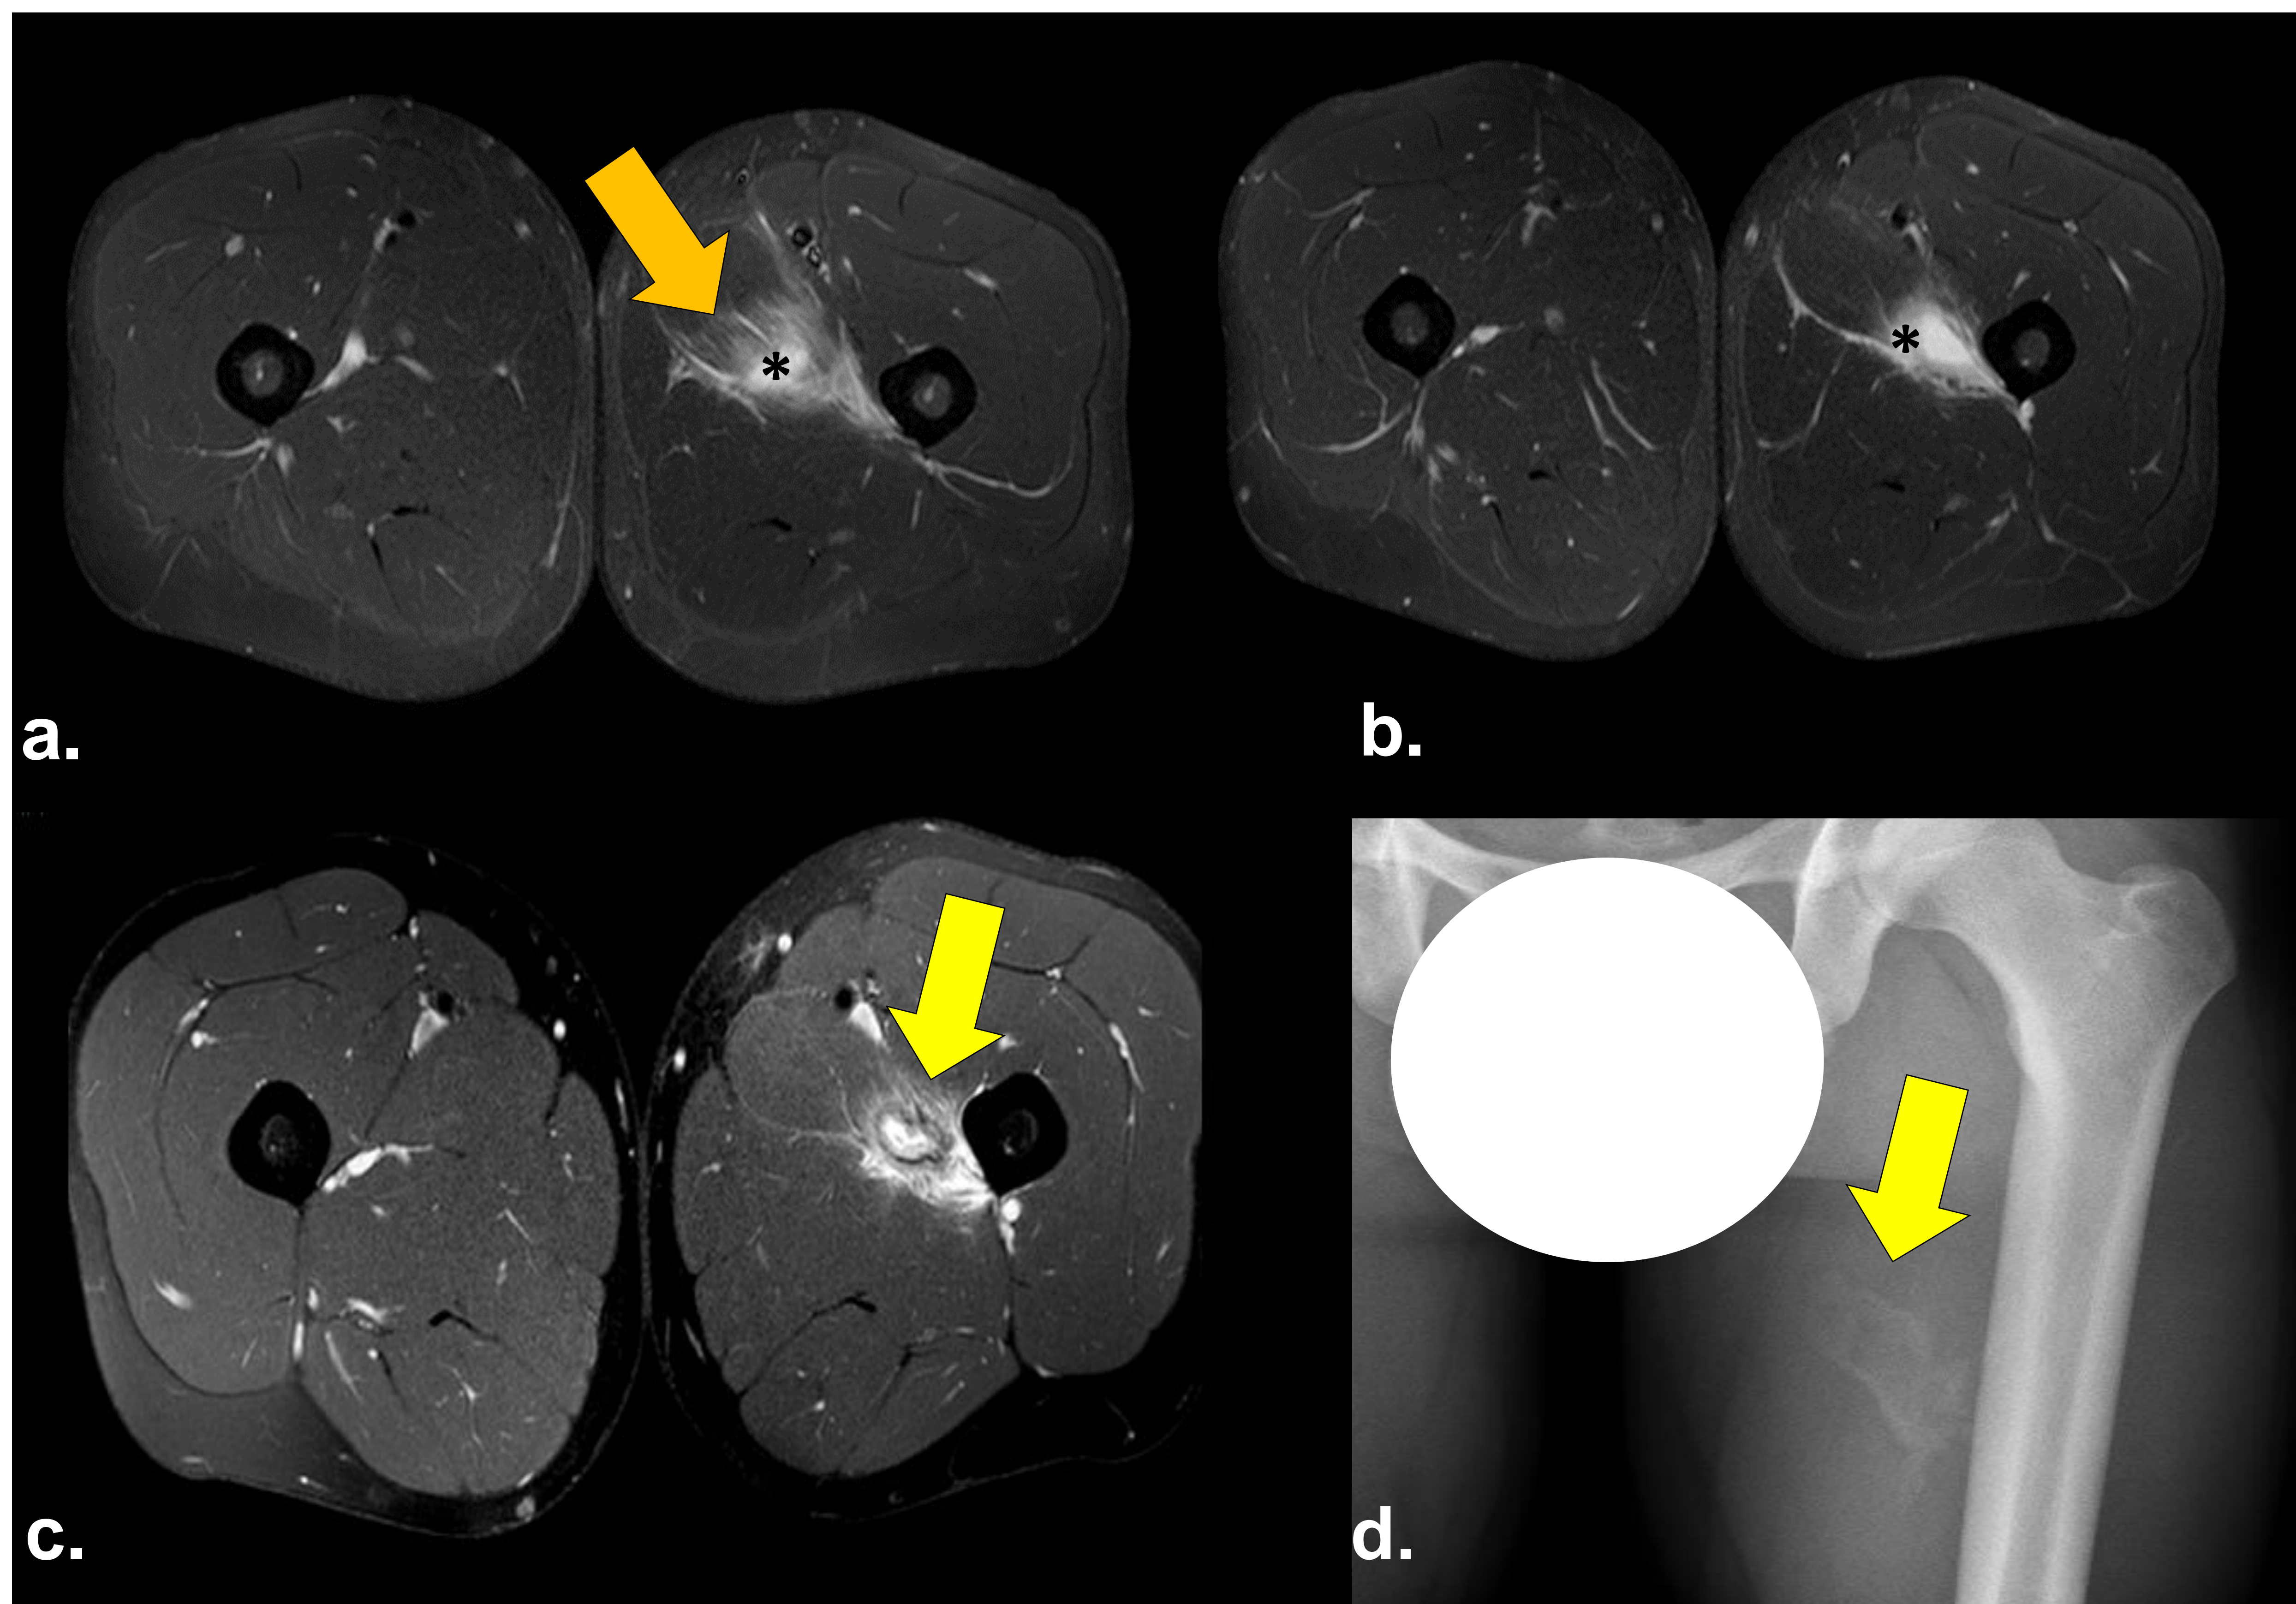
RM con secuencias en T2 (a, b, c) y densidad de protones (c) con supresión grasa. Lesión miotendinosa en la cara media/distal de la inserción del aductor largo, con hematoma (asteriscos negros) y edema circundante (flecha naranja) que corresponde a una lesión BAMIC 2b. La RM de seguimiento (c) y la radiografía (d) mostraron una lesión pseudonodular con un halo hipointenso circundante (c) dentro del área previamente afectada, relacionada con la evolución de la miositis osificante".
